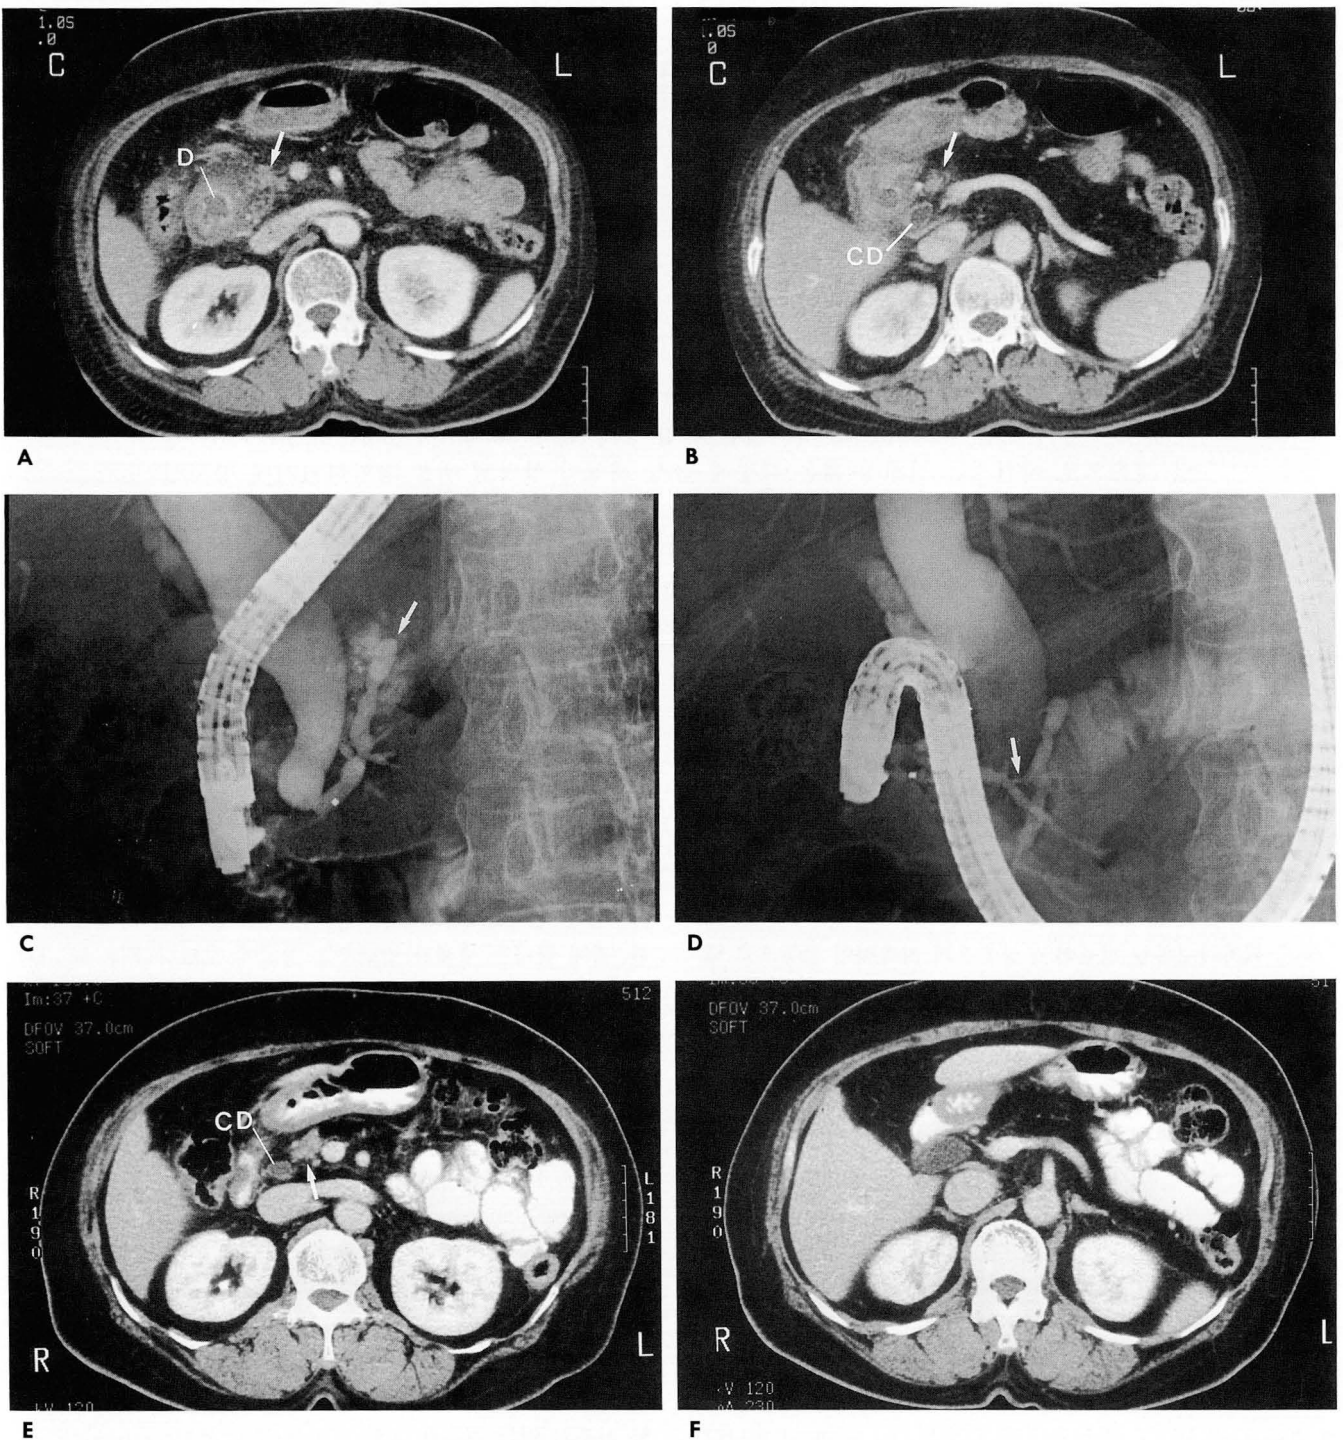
A, B. CT scans at the time of acute pancreatitis show diffuse thickening of the wall of the duodenum(D), ascending colon, and the gastric antrum. The peripancreatic fat at the area of the head of the pancreas(arrow) is infiltrated. There is no pancreatic tissue at the body and tail. Note the fat in the area of pancreatic body and tail is clear. CD = dilated common bile duct
